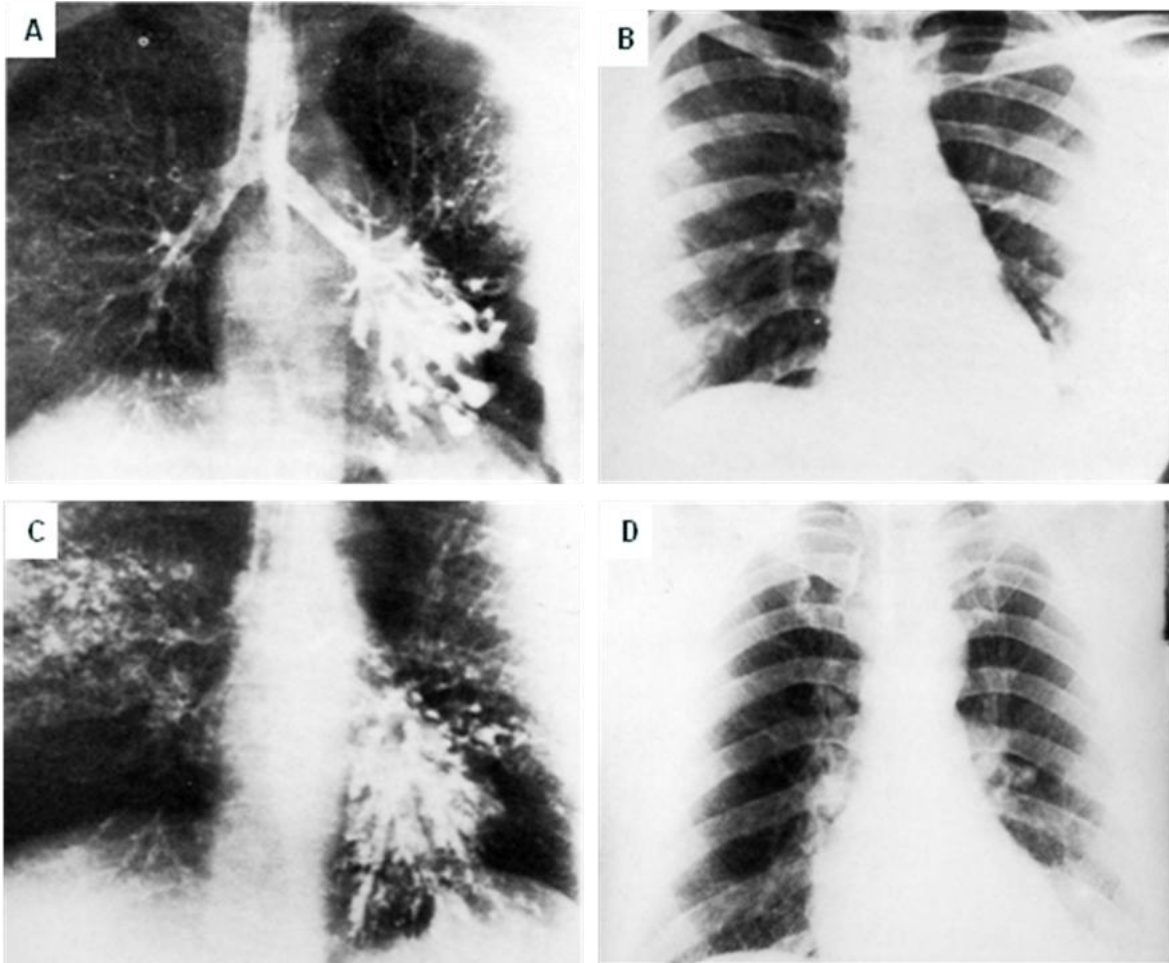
35. A. Broncograma de paciente con bronquiectasias quísticas en el lóbulo inferior del pulmón izquierdo. B. Radiografía fronta de tórax del mismo paciente, los vasos del lóbulo superior izquierdo muestran incremento en su radio opacidad en comparación con los vasos del lóbulo superior derecho. C. Broncograma de paciente con bronquiectasias en la base del pulmón izquierdo. D. En la radiografía frontal de tórax se observa plétora en la porción superior del pulmón izquierdo.
